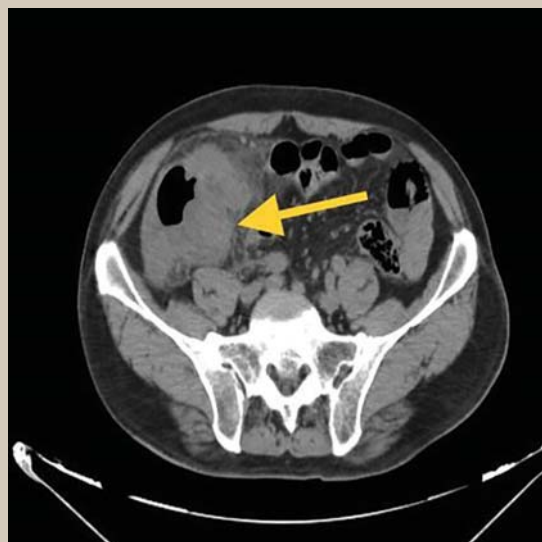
TAC simple abdominopélvica en corte coronal y transversal
